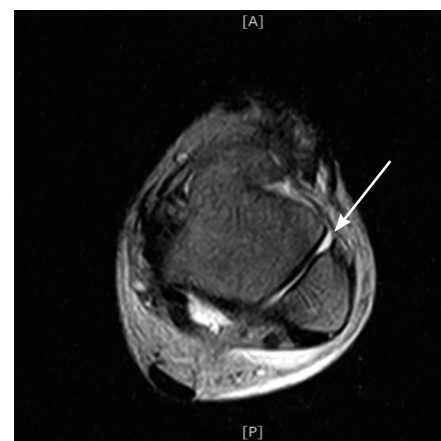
МРТ-картина повреждения передней малоберцово-таранной связки (стрелкой указано место разрыва)
